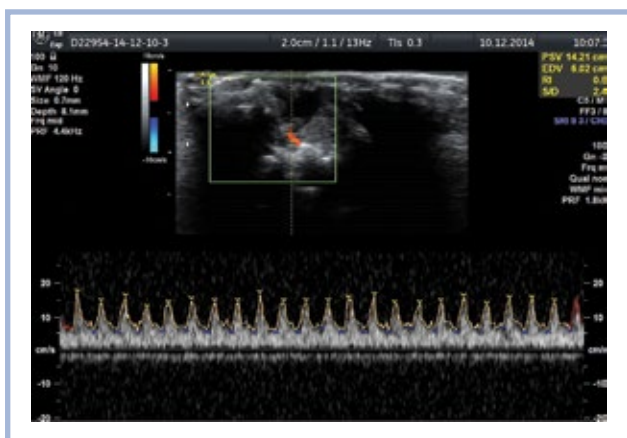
СДСЧ кровотока в ЦАС у животного подгруппы А через 3 дня после моделирования ишемии-реперфузии сетчатки ($V_{syst} = 14,21$ см/с; $V_{diast} = 6,02$ см/с).
